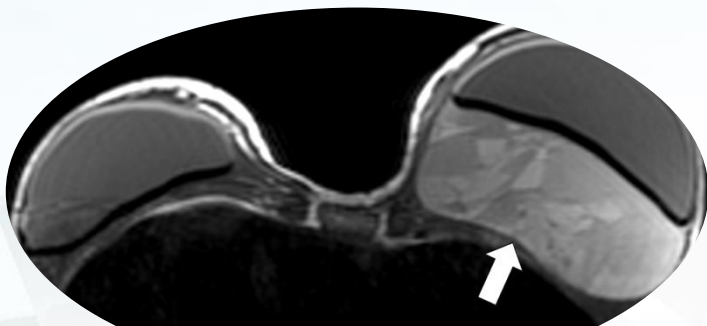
Hematoma periprotésico izquierdo tras traumatismo. RM en T1: colección líquida heterogénea que desplaza anteriormente el implante. Drenaje quirúrgico.
